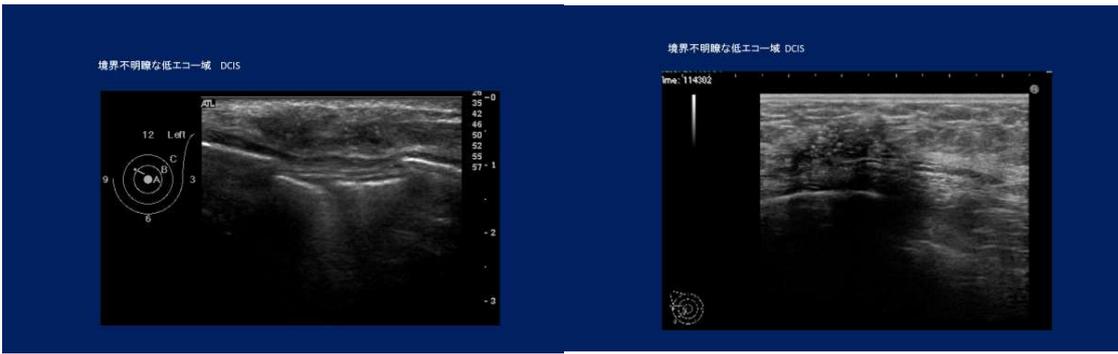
境界不明瞭な低エコー域：いずれも DCIS であった
